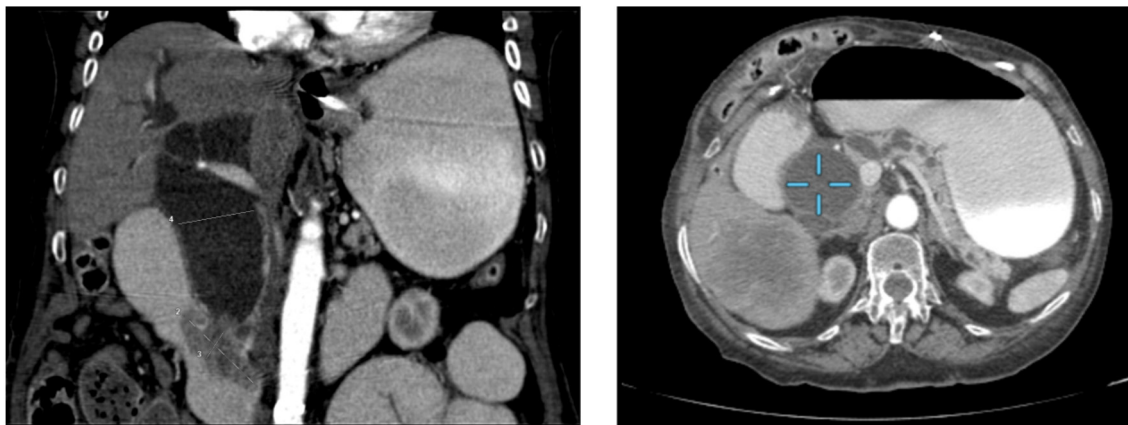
Tomografía computerizada en la que se observa dilatación anormal de la vía biliar en relación con tumoración periampular, y dilatación de asas intestinales en contexto de cuadro obstructivo concomitante.
